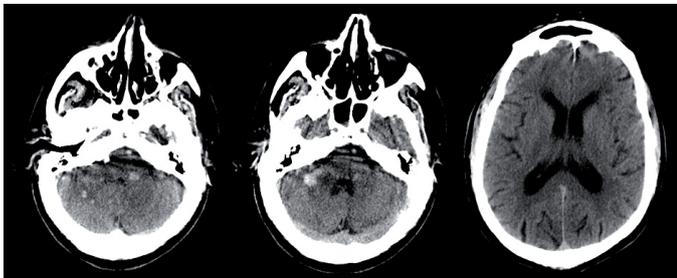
TAC-CE (48 horas após o início do quadro), evidenciando lesões espontaneamente hiperdensas intra-axiais, no hemisfério cerebeloso direito e face externa do tronco cerebral.
